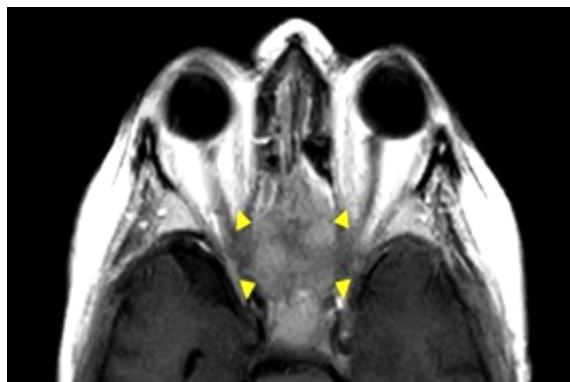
Наблюдение №4. Контрольная МРТ с контрастным усилением. Видна остаточная часть опухоли в виде гиперостоза основания черепа в проекции решетчатых лабиринтов и площадки клиновидной кости (стрелки)
